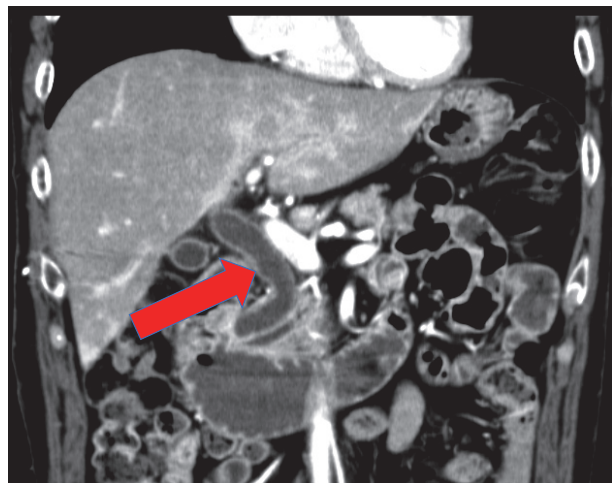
Enhanced CT shows a dilated common bile duct following pembrolizumab treatment.
